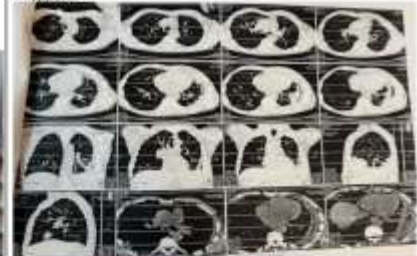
МСКП ОГП від 24.02.2025 КТ-картина емпієми плеври зліва, дренаж. Лівобічний піопневмоторакс. Фіброзні постзапальні зміни паренхіми лівої легені. ХОЗЛ у фазі загострення. Консолідований перелом тіла грудни.
